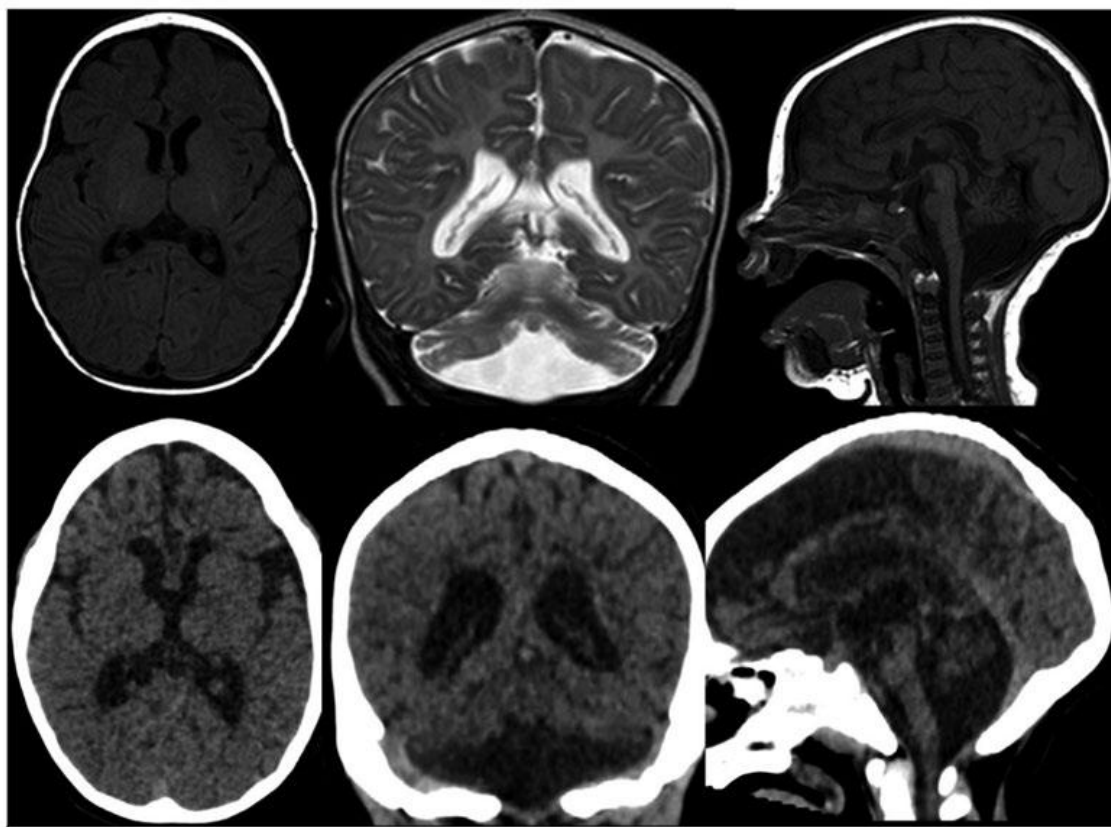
Neuro-imágenes evolutivas. Línea superior: resonancia magnética de 1,5 Tesla a los 4 meses de edad (planos axial T1, coronal T2 y sagital T1) que muestra retraso de la mielinización, atrofia ponto-cerebelosa y adelgazamiento cuerpo calloso. Línea inferior: tomografía computarizada a los 2 años de edad (planos axial, coronal y sagital) que muestra progresión de atrofia infra y supratentorial, de predominio supratentorial, y ventriculomegalia pasiva.
